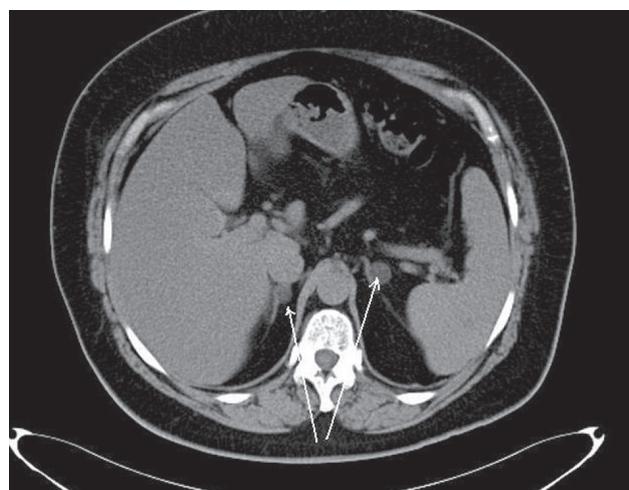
Двобічне ураження надніркових залоз добрякісними пухлинами (аденоми) за даними КТ.
